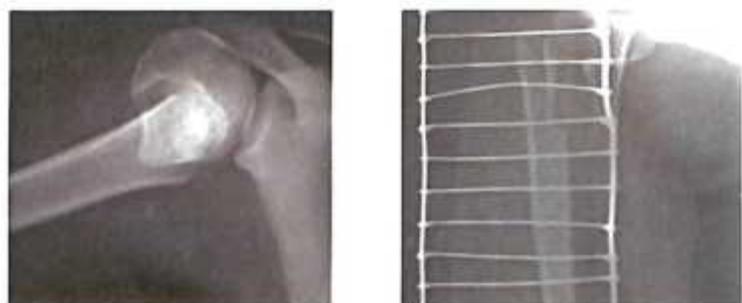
Рентгенологическая картина переломов проксимального конца плечевой кости (прямая и аксиальная проекции).
